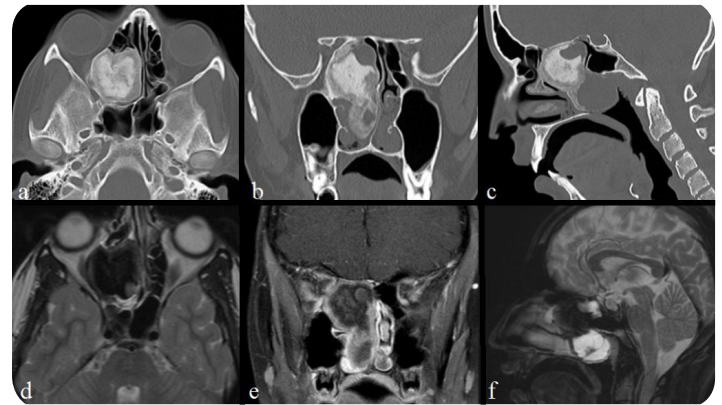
a-f. A 42 year old female patient, a-c. in axial, coronal sagittal CT scans, d-f. T2-weighted axial, contrast-enhanced T1-weighted coronal, T2-weighted sagittal MRI scans, fibrous dysplasia containing cystic and solid components, arising from the right posterior segment of the ethmoid bone substantially obliterates the right nasal cavity and the right orbital fossa . The lesion extends to the posterior and caudal , it is seen that largely obliterated the the nasopharynx cavity and the right choana.
